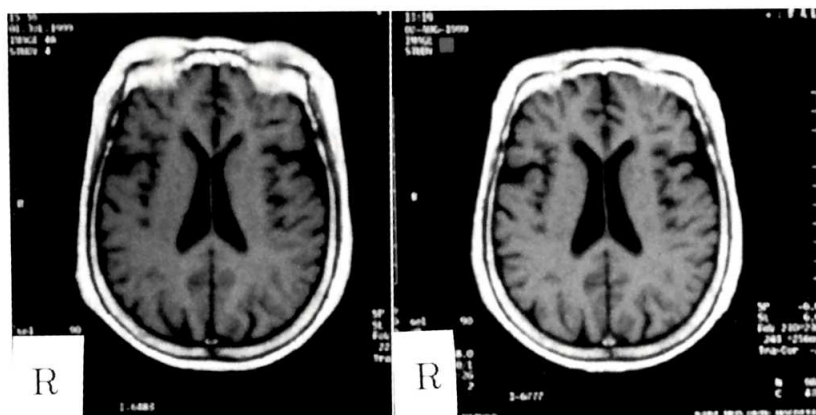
Brain MRI (T1 weighted image) on the 2nd hospital day (left) and the 18th hospital day (right).
